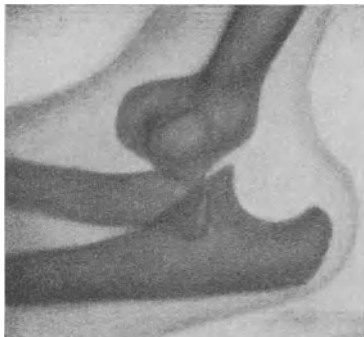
Verrenkung des Ellenbogengelenks (Röntgenbild). Das Oberarmgelenkende liegt vor der Gelenkfläche des Unterarms.
